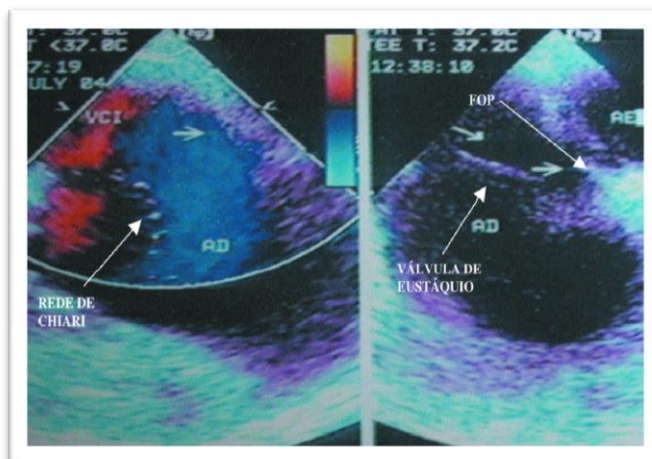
Ecocardiograma transesofágico (B).
